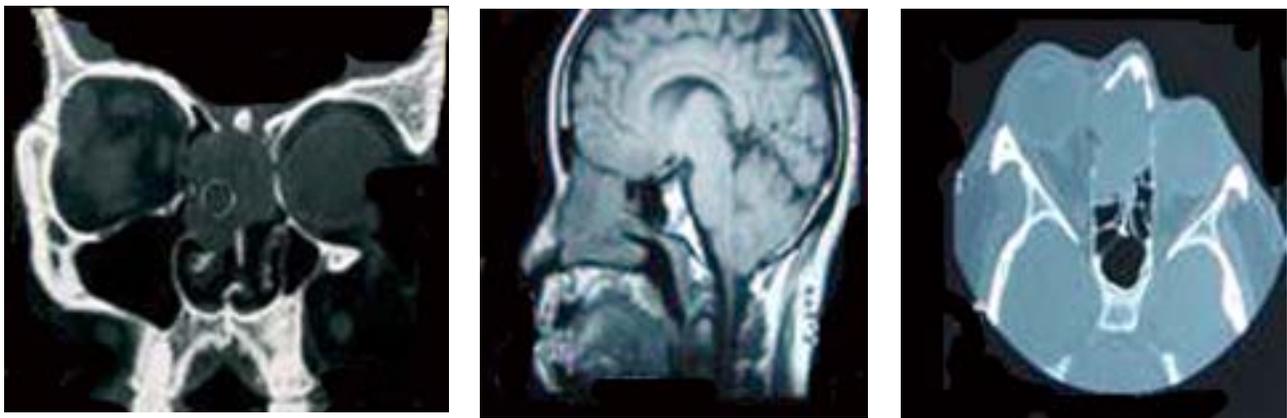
Estudios de tomografía computarizada (izquierda) con cortes axiales y coronales. Resonancia magnética nuclear, evidenciando compromiso del corredor nasal por el tumor.
